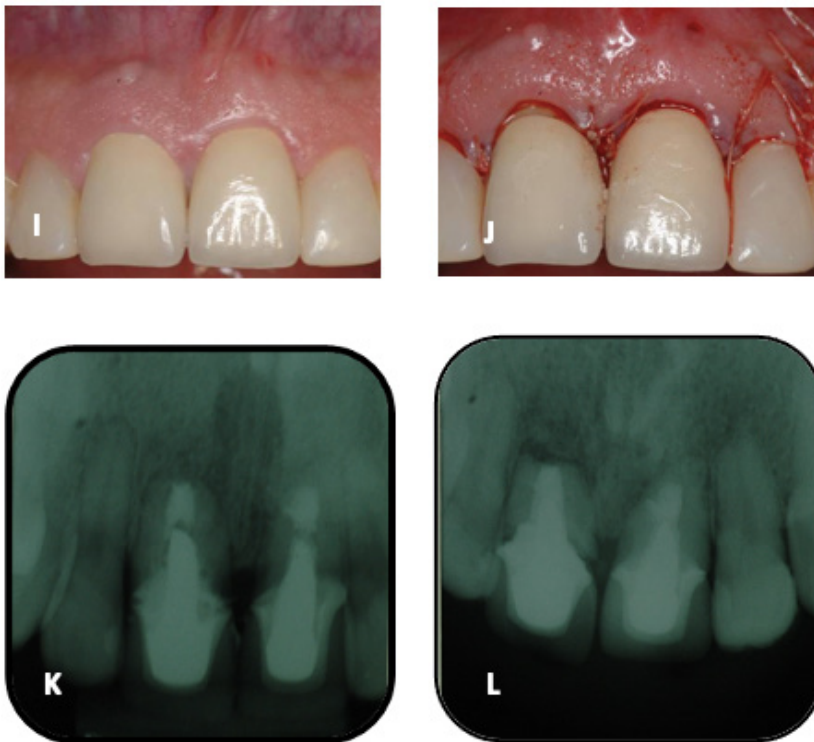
Reposicionamento do retalho e sutura e cimentação da prótese (I). Acompanhamento de 170 dias após a cirurgia. Observa-se cicatriz na região da fístula (J). Imagem radiográfica final. Observa-se a ausência da lesão e os ápices radiculares regularizados (K). Radiografia periapical de controle após 170 dias (L).
